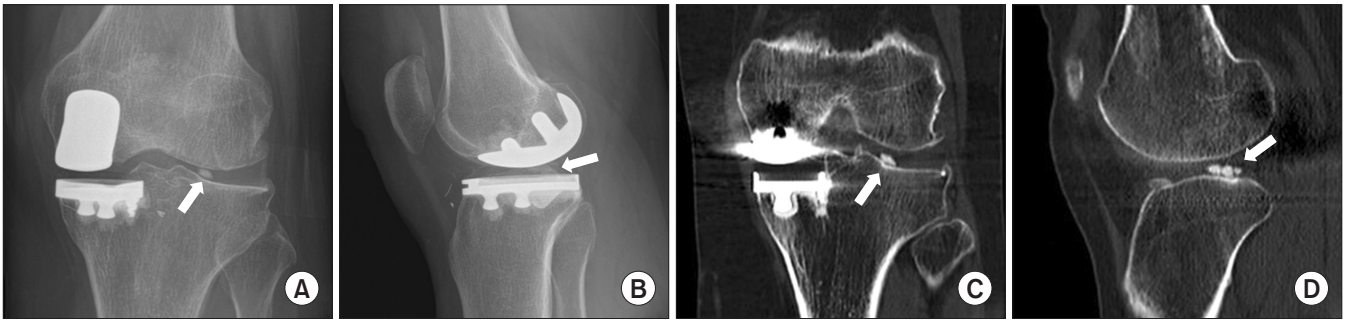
Loose body (arrows) in the posterolateral compartment was noted in X-rays (A, B) and computed tomography images (C, D) one year after unicompartmental knee arthroplasty.
